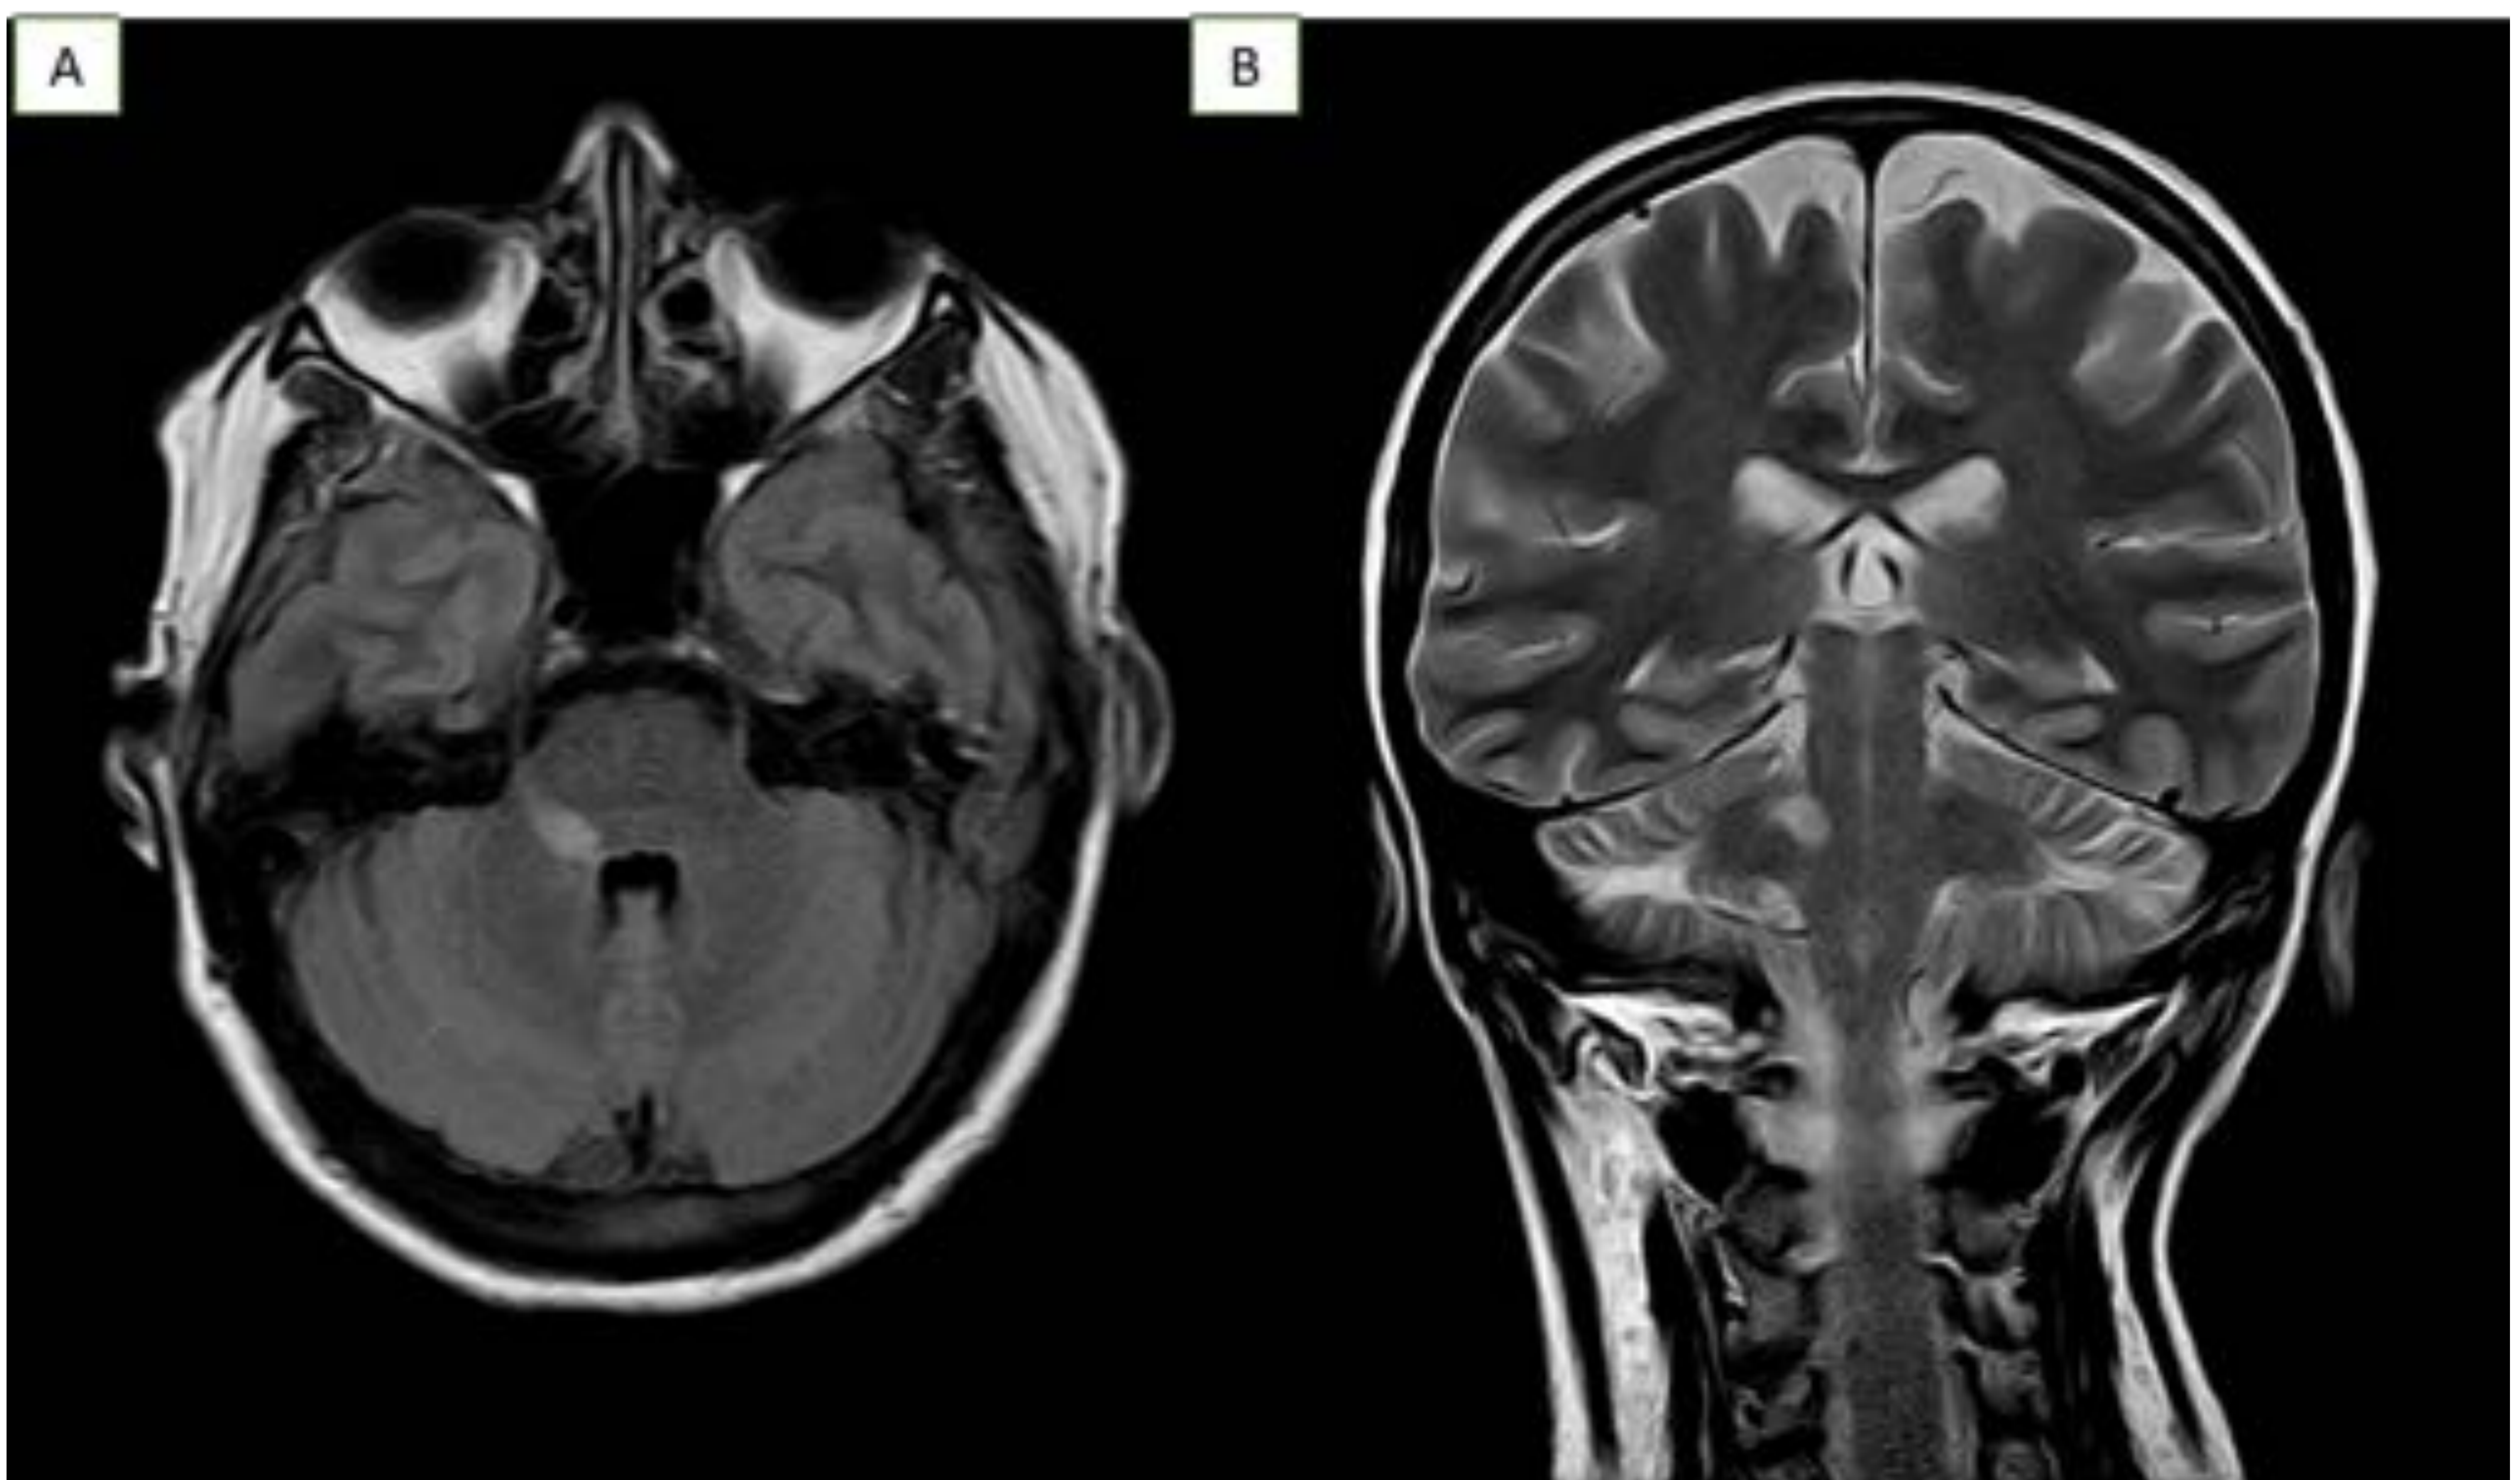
A. Imagen FLAIR axial. Un paciente con enfermedad de Behçet y parestesias faciales. En la RM se identificaba una lesión hiperintensa en los núcleos del trigémino en el tronco del encéfalo. Fig 8.B. La misma lesión, también hiperintensa en imagen potenciada en T2, localizada en la zona de los núcleos del trigémino en la protuberancia.
